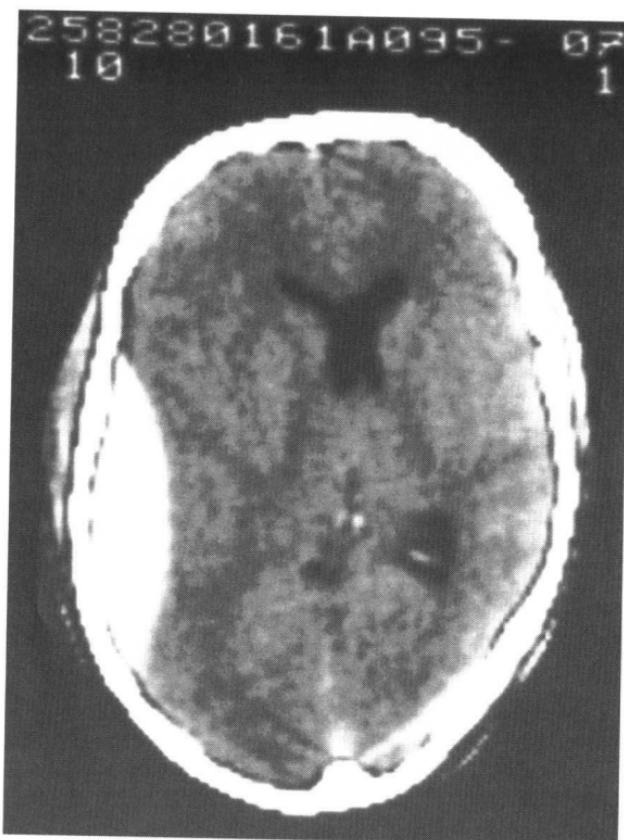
“逐渐的死亡”。车祸受害者出现急性硬膜外血肿。注意同侧侧脑室受压, 松果体向对侧移位。部分 CT 扫描会显示松果体钙化, 而多数颅脑 X 线不能显示。
